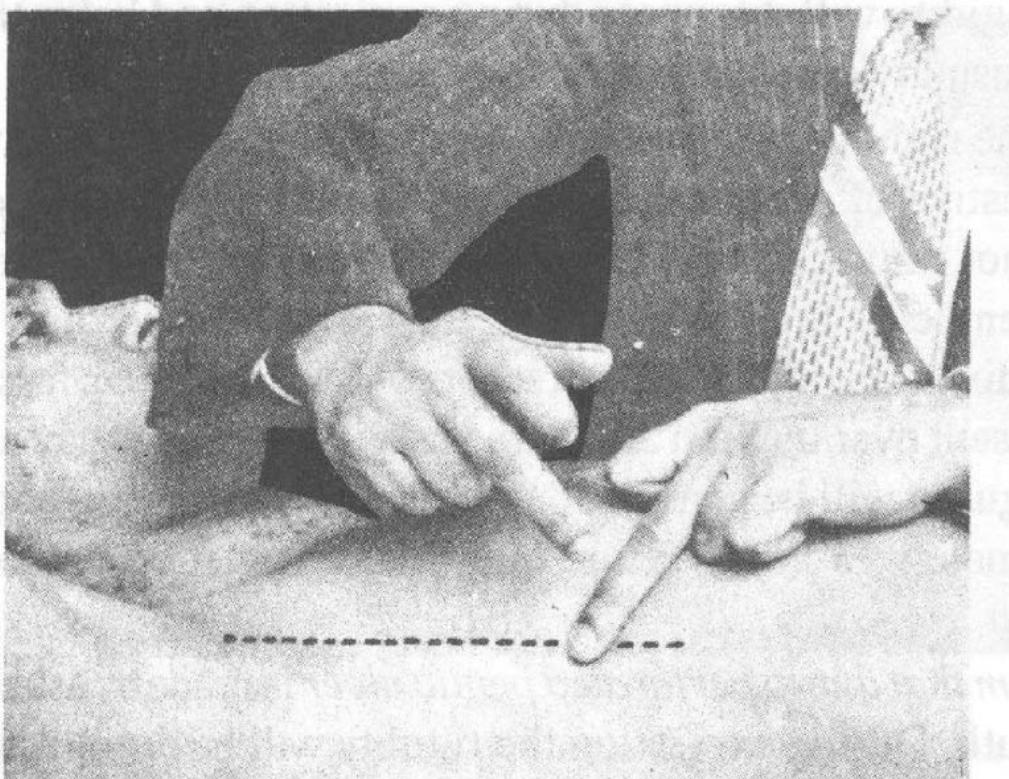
Demonstrating the presence of resonance over the area of liver dullness by percussing along the right midaxillary line about 3 inches above the costal margin. Resonance here indicates gas under the diaphragm.
